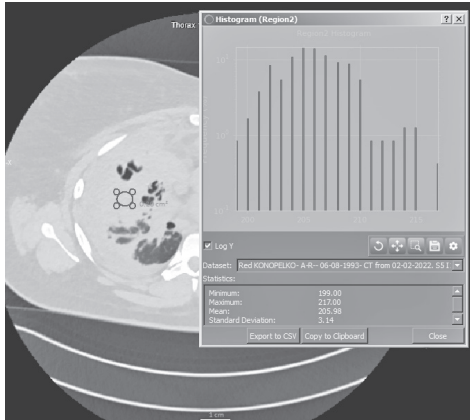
Гістограма зрізу КТ ділянки консолидації хворого А., виконана із застосуванням програми Dragonfly
